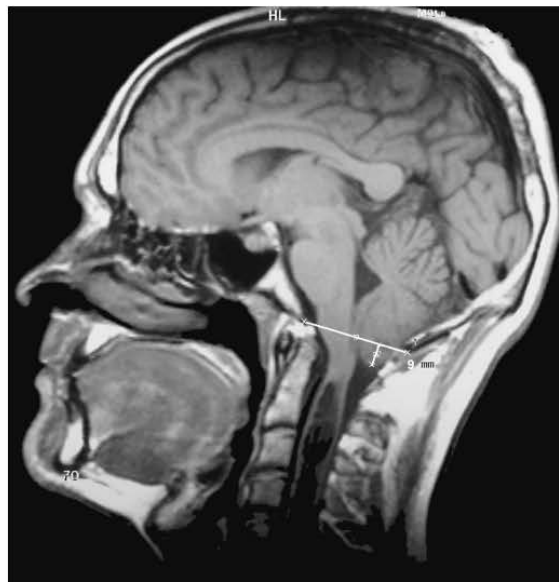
Imagen de resonancia magnética (proyección sagital potenciada en T1) de un paciente con malformación de Chiari tipo I que presenta un descenso de las amígdalas cerebelosas de 9 mm por debajo del foramen occipital.
